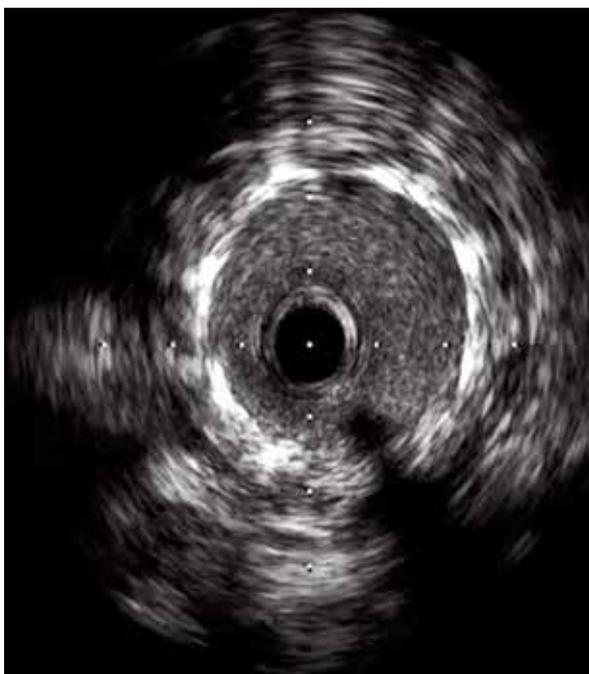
ВСУЗИ ОА: результат стентирования.
